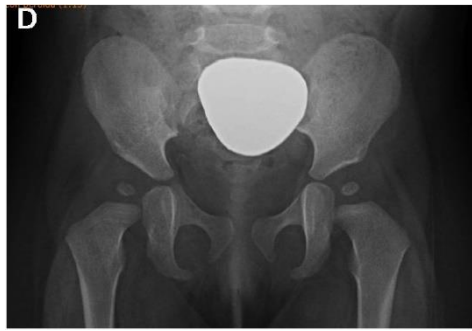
Radiografía AP con protector gonadal plomado como medida de radioprotección.
